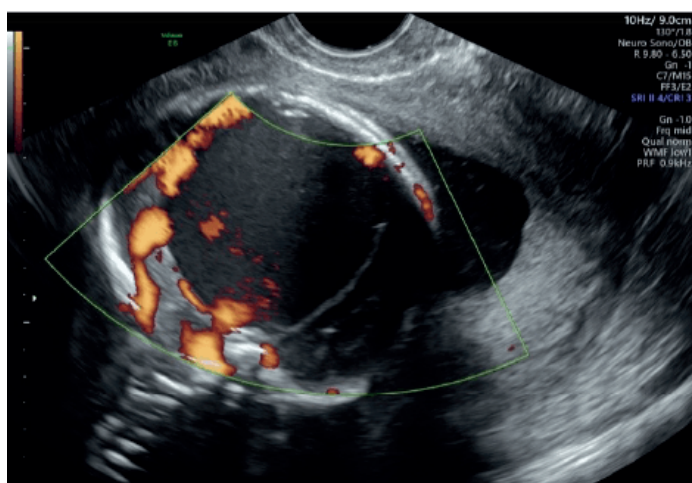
Lesión quística occipital derecha, supratentorial extra, parenquimatosa, de contenido hipocogénico denso, con captación periférica al Doppler color de 39 x 34 mm.
